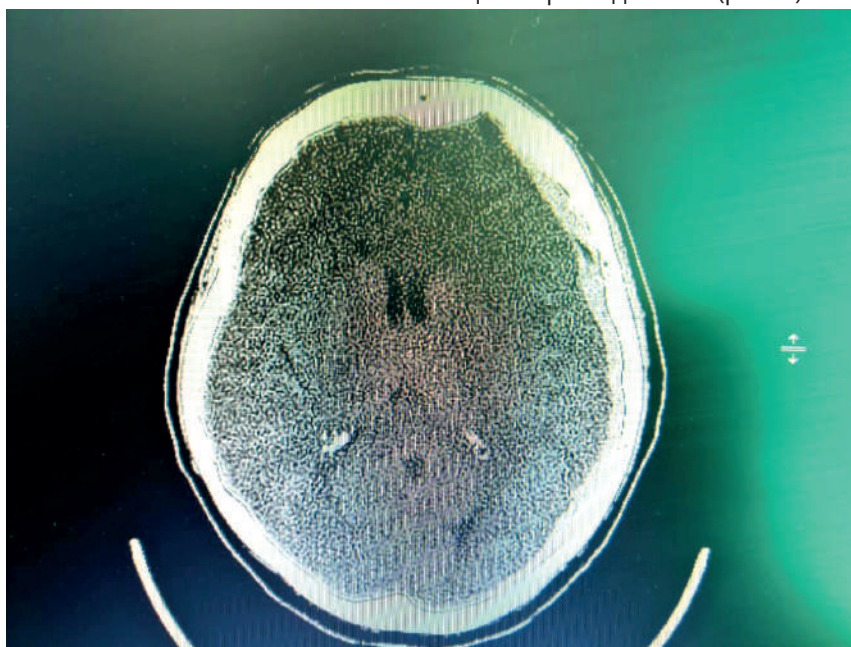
КТ головного мозга 10.11.2021г.
